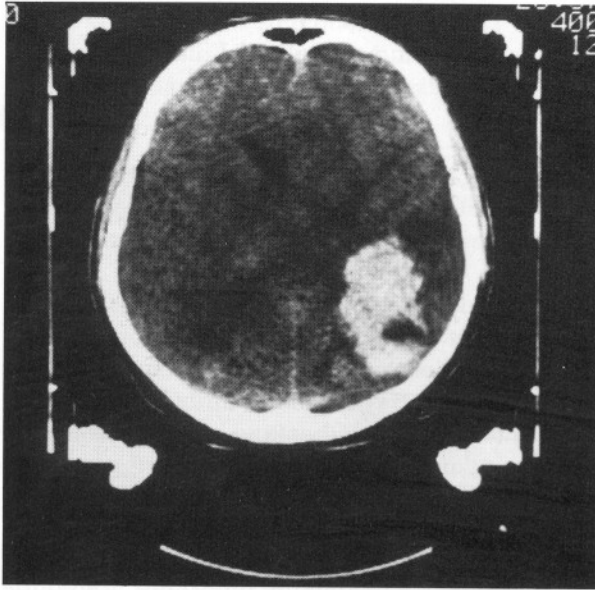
Putaminal hematomda; a) ameliyat öncesi, b) ameliyat sonrası BT görüntüleri.
